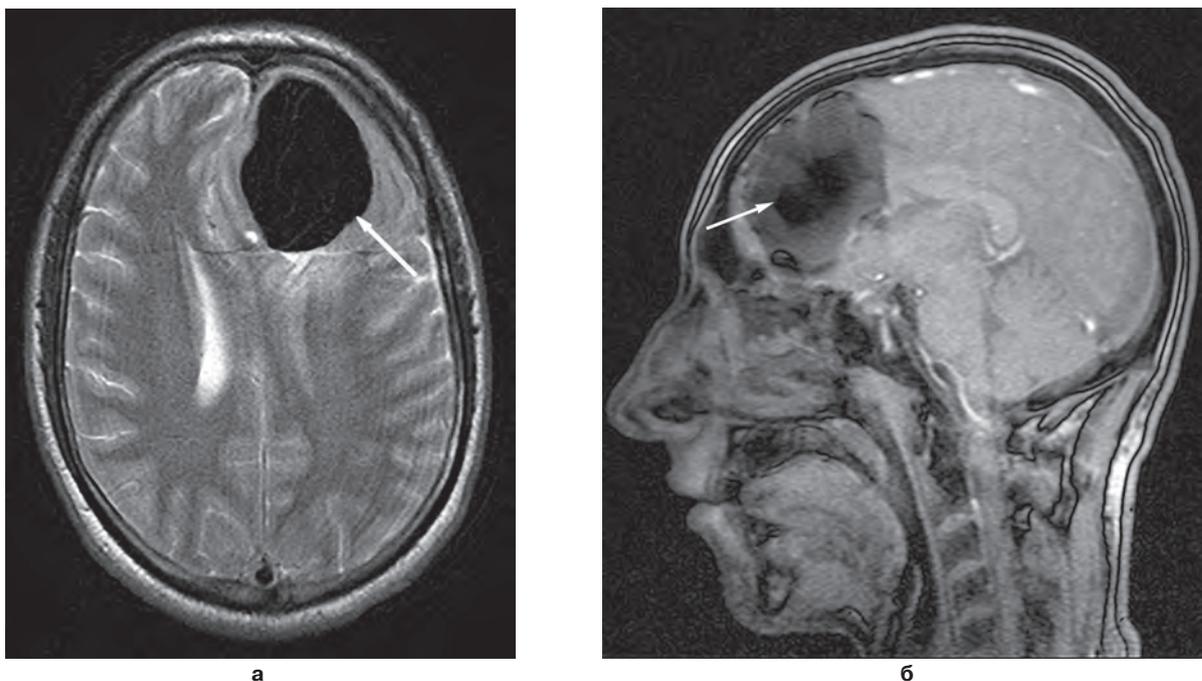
Пациент Т., МРТ головного мозга, T2-взвешенные изображения: а – аксиальная проекция; б – сагиттальная проекция; стрелкой указано ограниченное скопление воздуха. Смещение срединных структур вправо на 20,9 мм.
